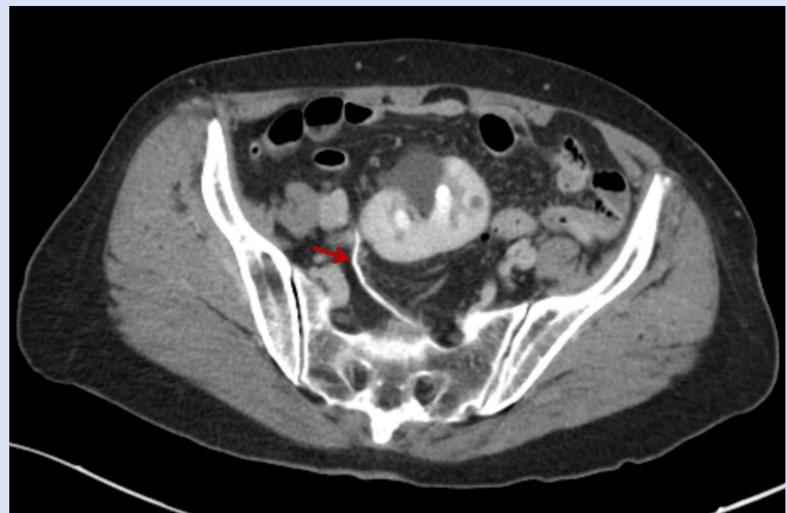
Ectopia renal cruzada. Imágenes de TAC adquiridas en fase excretora en las que se ve el riñón izquierdo descendido, en disposición parcialmente pélvica, y malrotado con eje de la pelvis anterior. Conserva el tamaño y el grosor parenquimatoso y presenta un realce cortical adecuado apreciando varios quistes sinusales. Uréter normal, sin observar signos de obstrucción y con trayecto descendente cruzado desde el lado derecho hasta su inserción vesical en el lado izquierdo.
